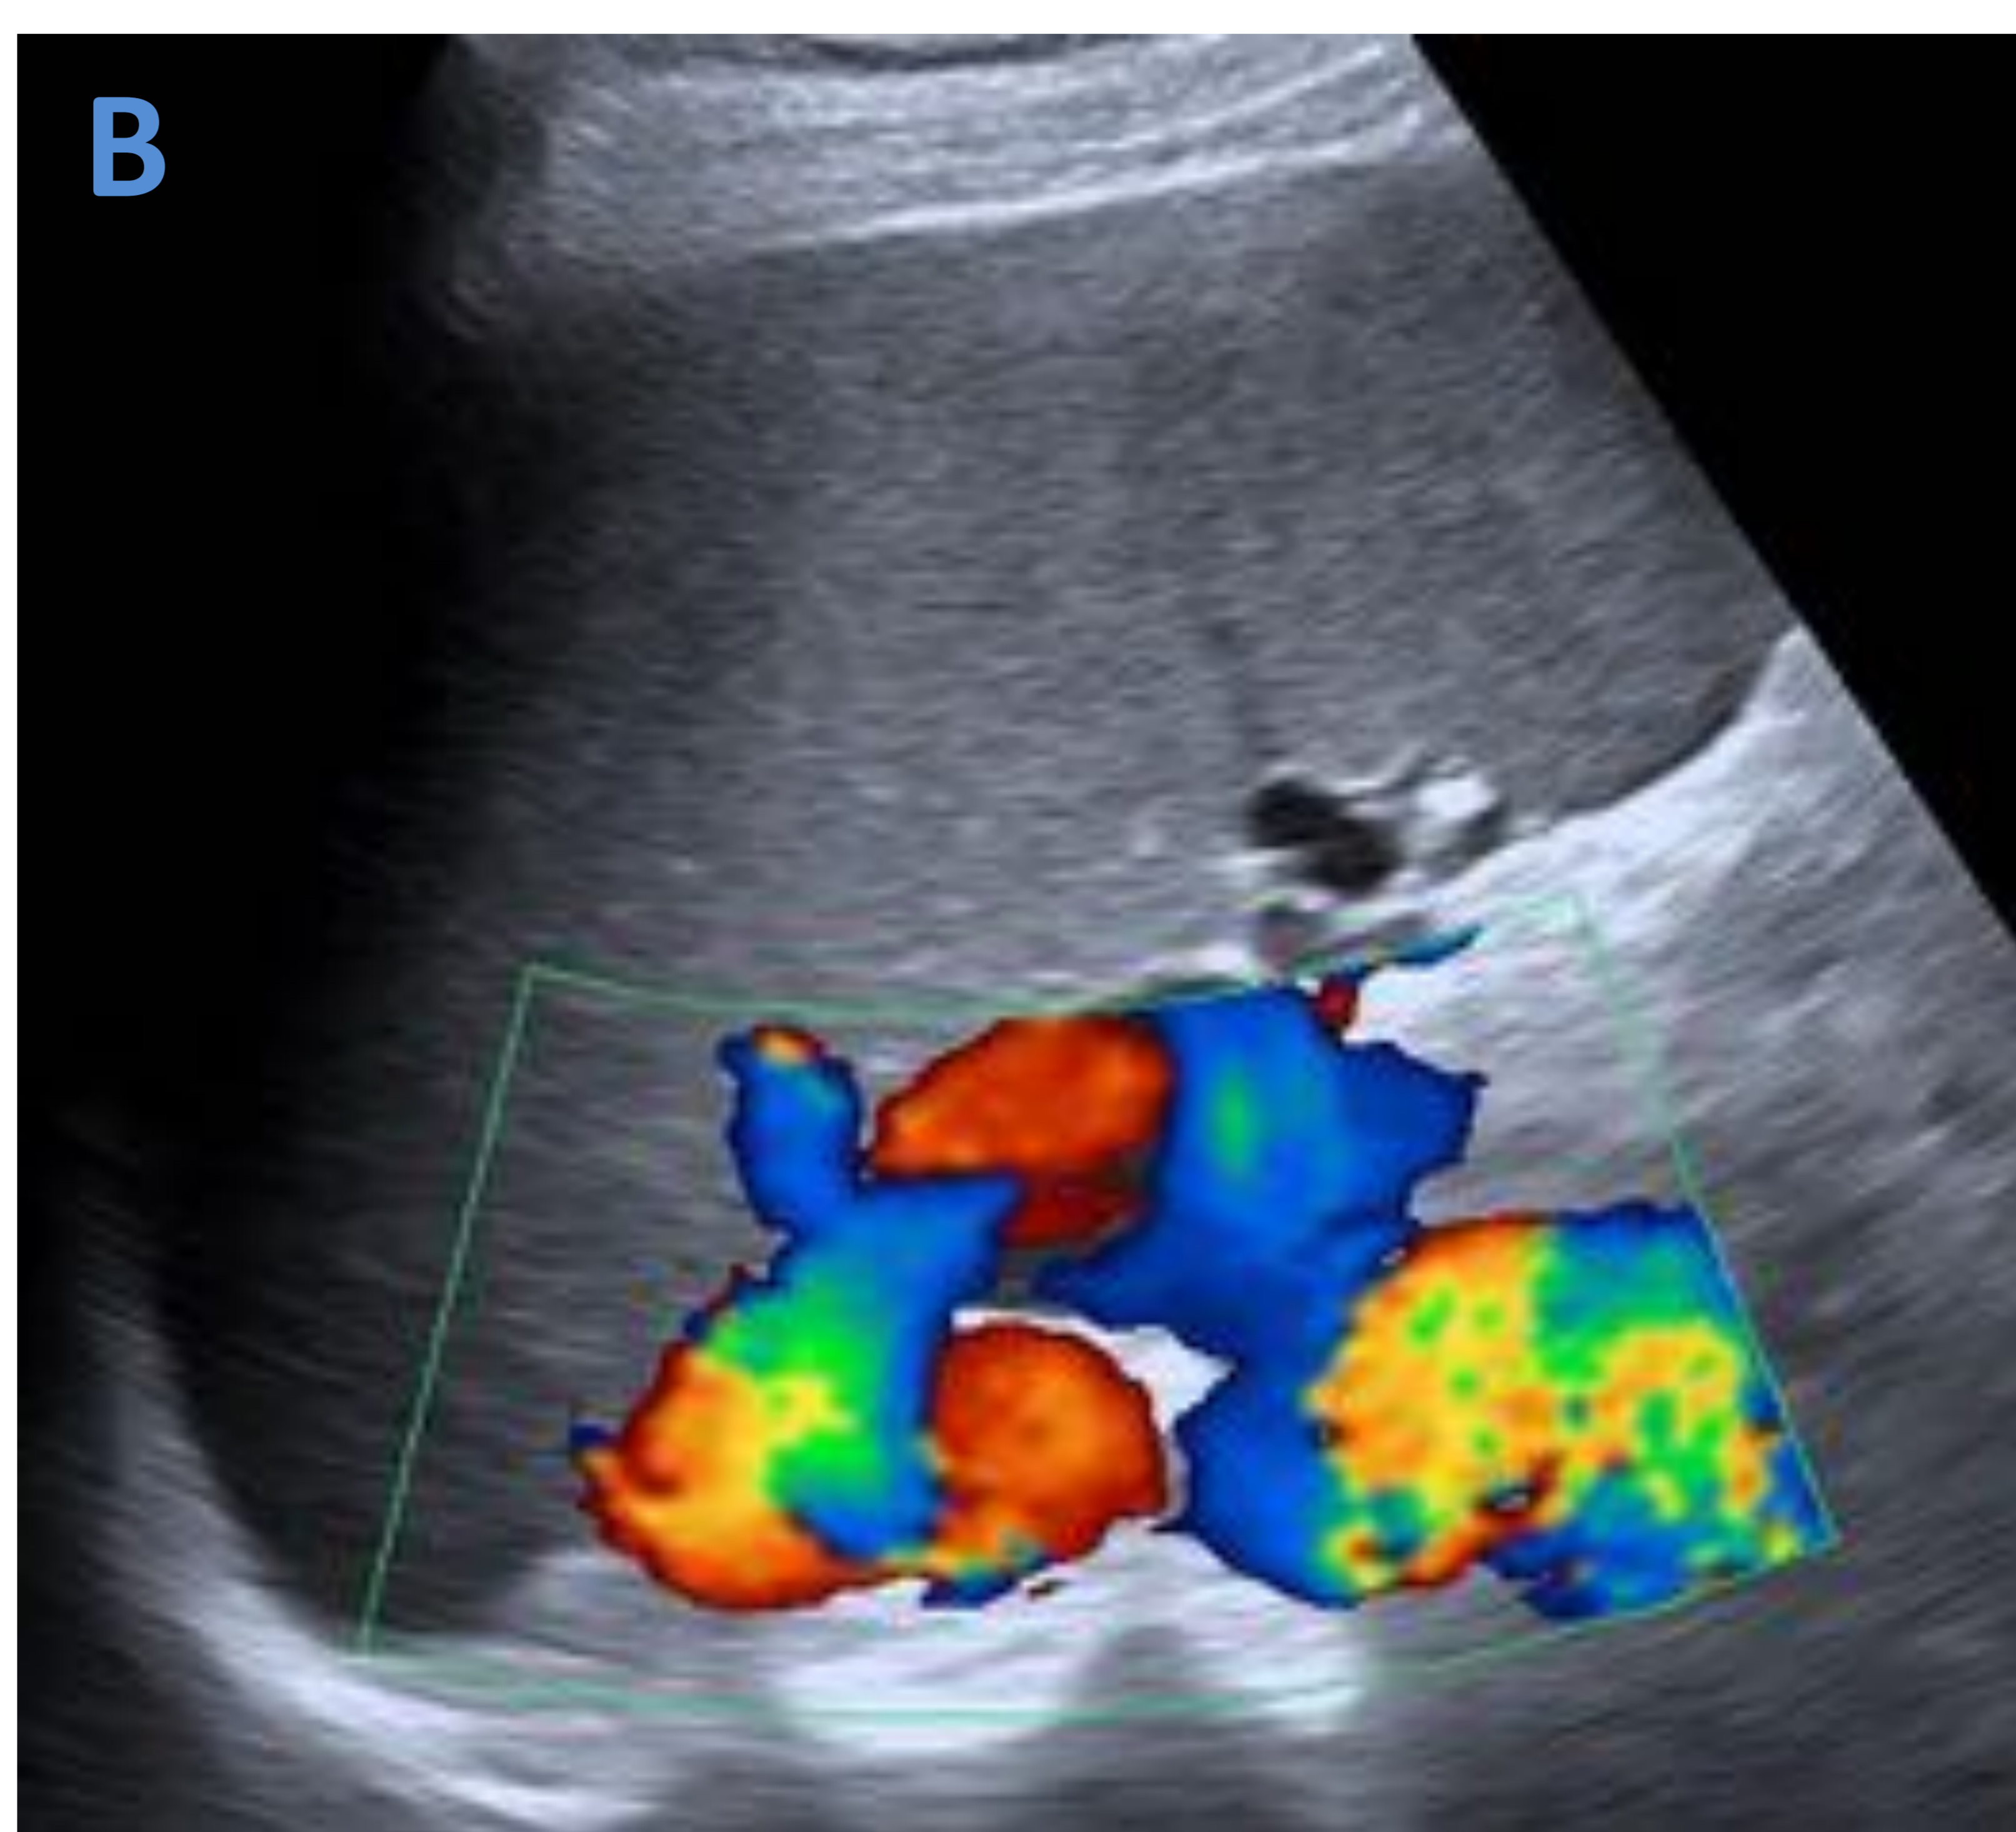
Ecografía de un paciente cirrótico con repermeabilización de la vena umbilical. La vena umbilical se origina de la vena porta izquierda y se dirige inferior y anteriormente para conectar con las venas epigástricas superior e inferior alrededor del ombligo. Radiología, HUMT – Barcelona.*
